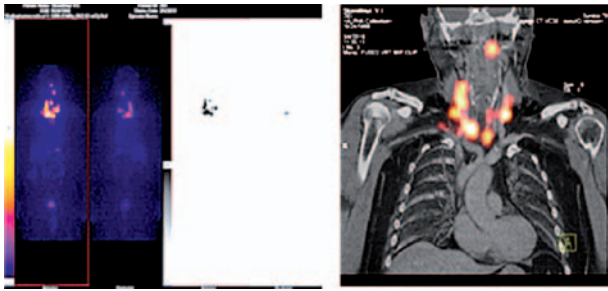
Резидуальна паренхіма щитоподібної залози та множинні метастази в лімфатичні вузли (папілярний рак щитоподібної залози, pT3bN0M0, II ст., II кл. гр., ТТГ > 100,0 мкМО/мл, ТГ — 78,07 нг/мл, АТ ТГ — 17,2 МО/мл, радіоїодотерапія — 5995,0 МБк). При скінтиграфії всього тіла (зліва) виявлено множинні вогнища поглинання ^{131}I в проекції ложа щитоподібної залози та шиї з обох боків. При ОФЕКТ/КТ шиї та органів грудної клітки (справа) з контрастним підсиленням (Томогексол-300 — 100 мл) виявлено резидуальну паренхіму щитоподібної залози на рівні персеподібного хряща зліва, аберагентну паренхіму, розташовану спереду від під'язикової кістки, а також множинні дрібні метастази розміром 3,0—9,0 мм у паратрахеальні, яремні лімфатичні вузли з обох боків та надключичний лімфатичний вузол справа, які інтенсивно нагромаджують ^{131}I
